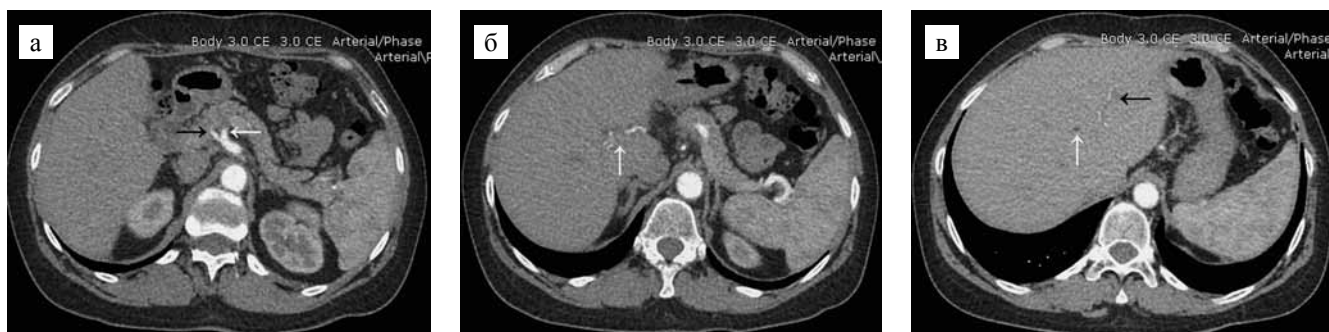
МСКТ органов брюшной полости с внутривенным контрастированием, артериальная фаза через 6 мес. после ОТП: а – диаметры селезеночной (белая стрелка) и общей печеночной артерии (черная стрелка) сопоставимы – 3 мм; б – кровоток по правой печеночной артерии (белая стрелка); в – сегментарные артерии печени (черная стрелка) и расширенный внутрипеченочный желчный проток (белая стрелка)
